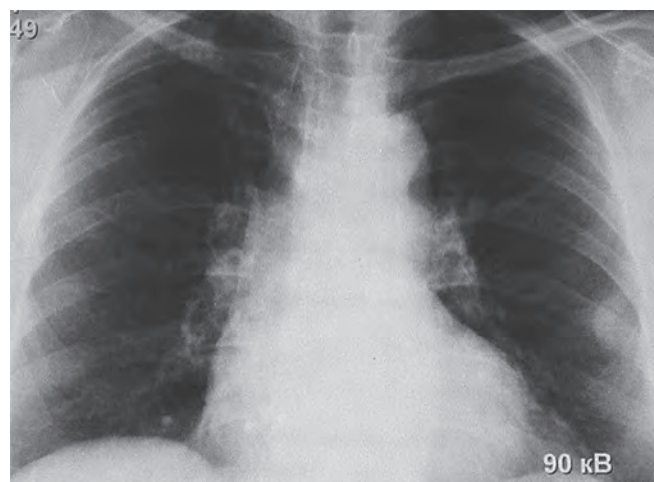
Рентгенограмма органов грудной полости больного, 30 лет, с двусторонним нейрофиброматозом плевры
